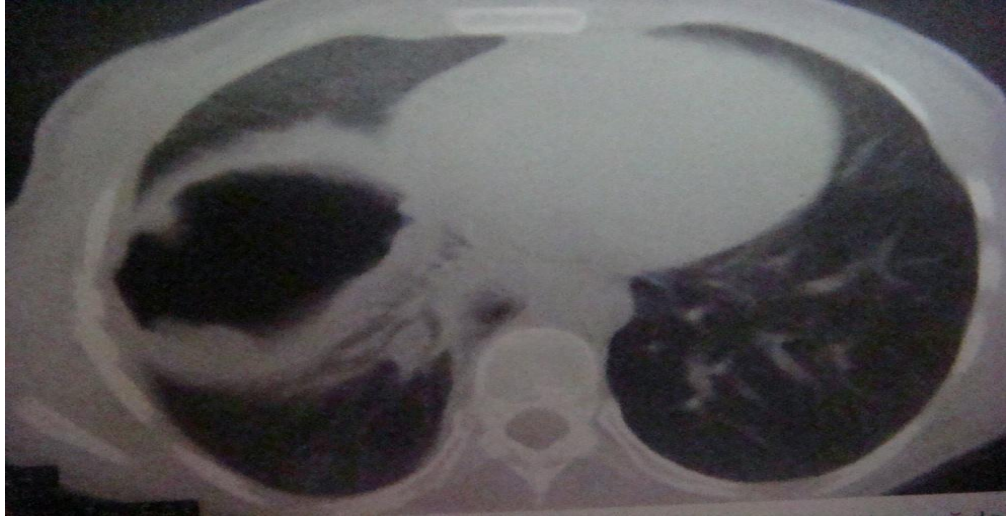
Akciğer Hidatik Kist Hastalığının Tanısında Çekilen BT Görüntüsü
